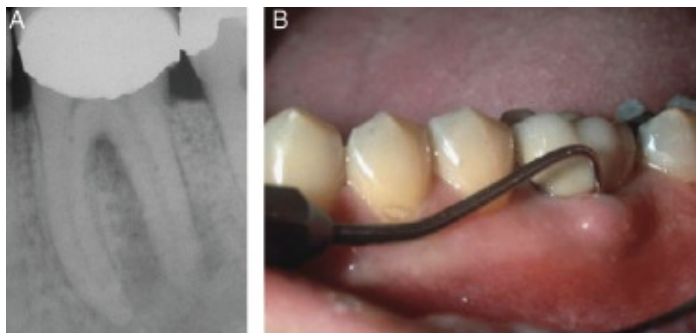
Lesão endodôntica primária no 1º molar mandibular, com polpa necrosada (A) Radiografia pré-operatória mostrando radiolucência na zona periradicular associada com a raiz distal; (B) Clinicamente, pode ser sondado um defeito periodontal vestibular, estreito e profundo. (Rostein, 2006).
